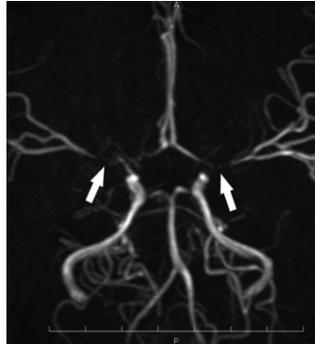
頭部Magnetic Resonance Angiography (以下MRA)
